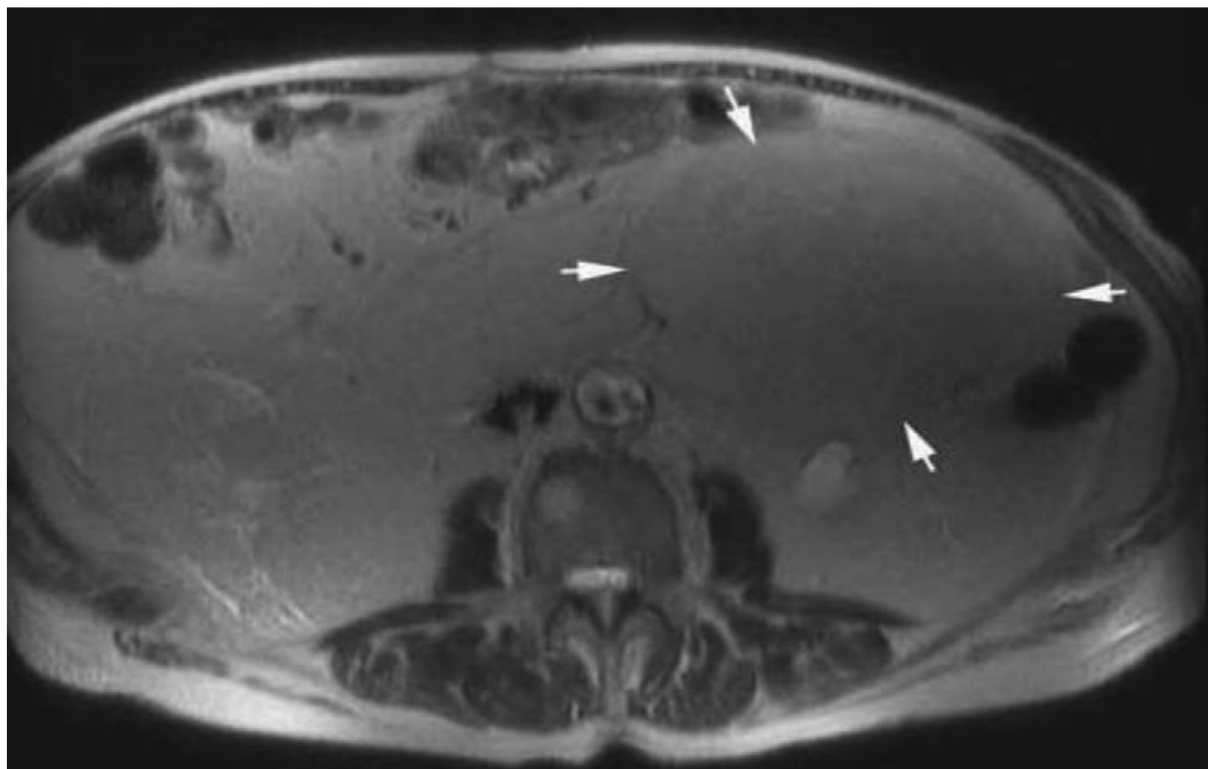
IRM (séquences en T2) : liposarcome : masse volumineuse, bien limitée, ayant un signal peu différent de la graisse sous-cutanée ou rétropéritonéale.
